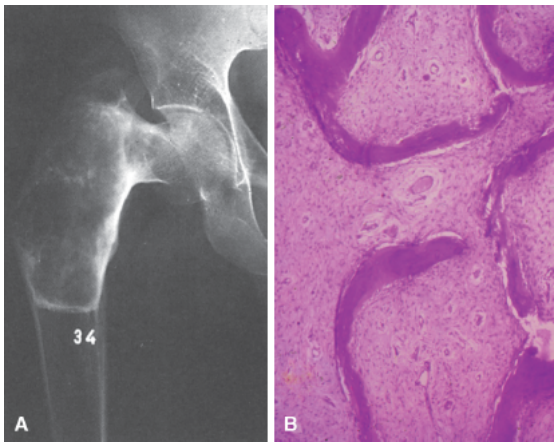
Displasia fibrosa. A. Radiografia do quadril, mostrando lesão deformante do terço superior do fêmur, com fratura. B. Observa-se, no corte histológico, osso imaturo em matriz fibrosa.
